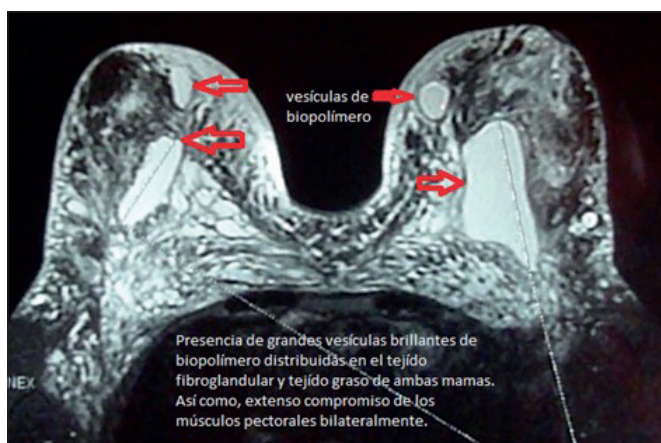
Resonancia magnética de mamas con técnica STIR. Corte axial
